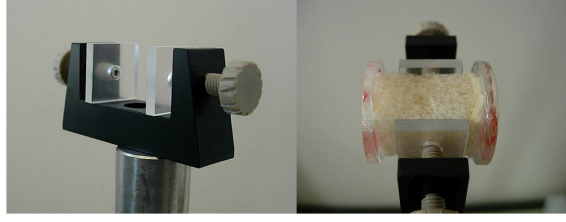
Dispositif de maintien de l'échantillon d'os trabéculaire, inséré au centre de la zone d'interaction de l'onde pompe basse-fréquence et des impulsions ultrasonores.
